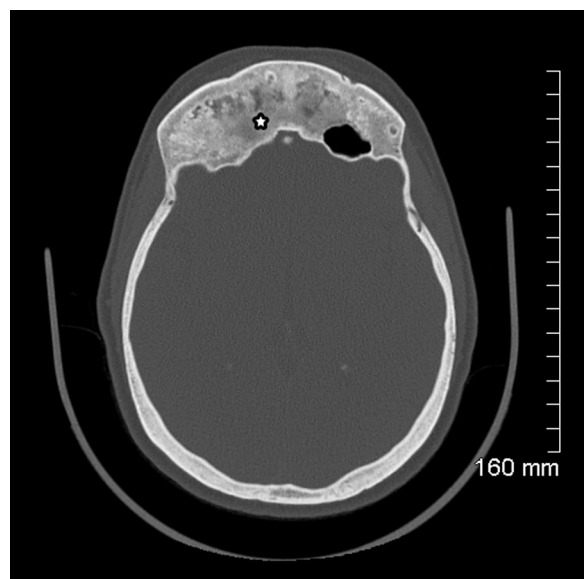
Dysplasie fibreuse fronto-ethmoïdale droite. TDM, coupe axiale passant par le sinus frontal gauche. Aspect caractéristique en verre dépoli (flèche) avec épaississement important de la voûte crânienne au niveau frontal.
